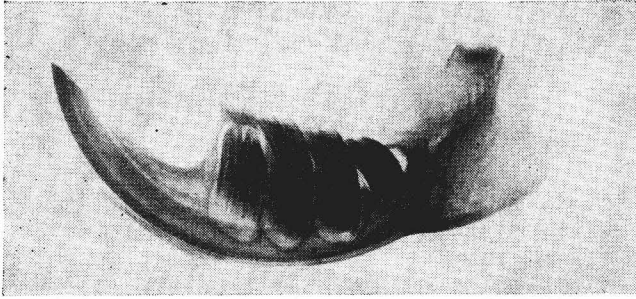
Linker Unterkieferast mit stark erweiterter Alveolarhöhle im Bereich des  $M_3$  (Tab. 1, Nr. 16), die zur lingualen Verlagerung des Beckenzahnes führte (Röntgenaufnahme: Dr. R. Piechocki)
